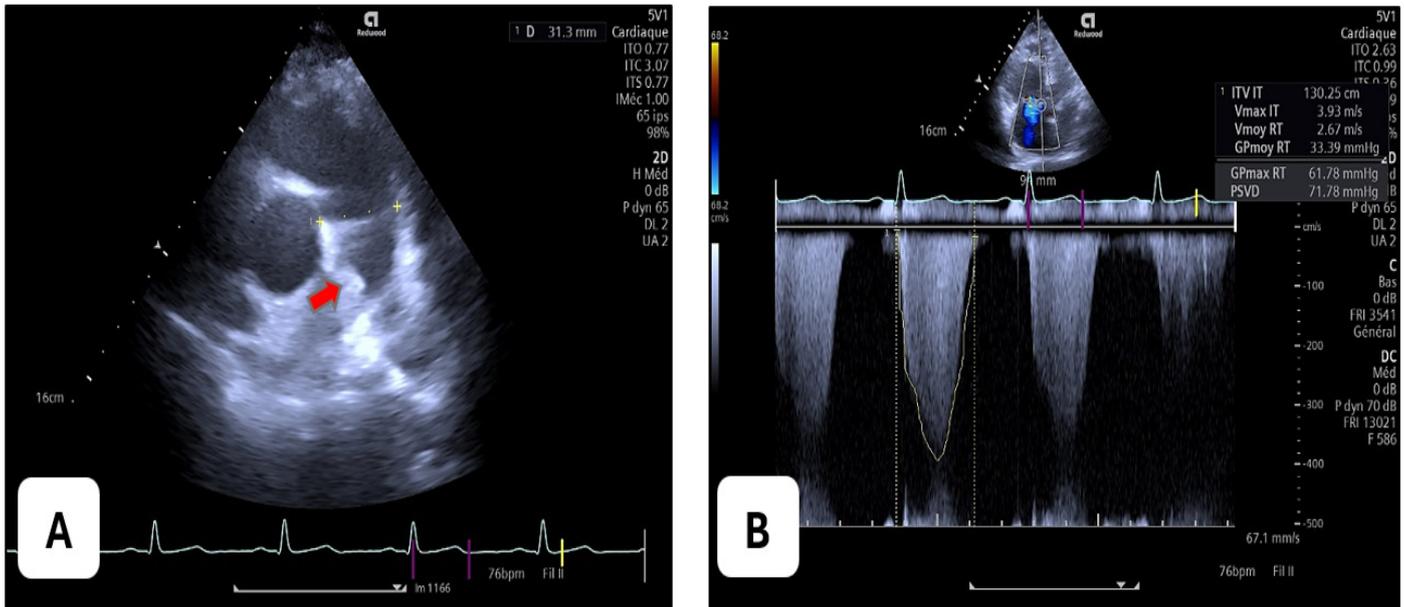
Transthoracic ultrasound showing a clot in the trunk (red arrow) with dilatation of the pulmonary artery trunk and infundibulum (A), elevated arterial pressures and pulmonary resistances (B).
